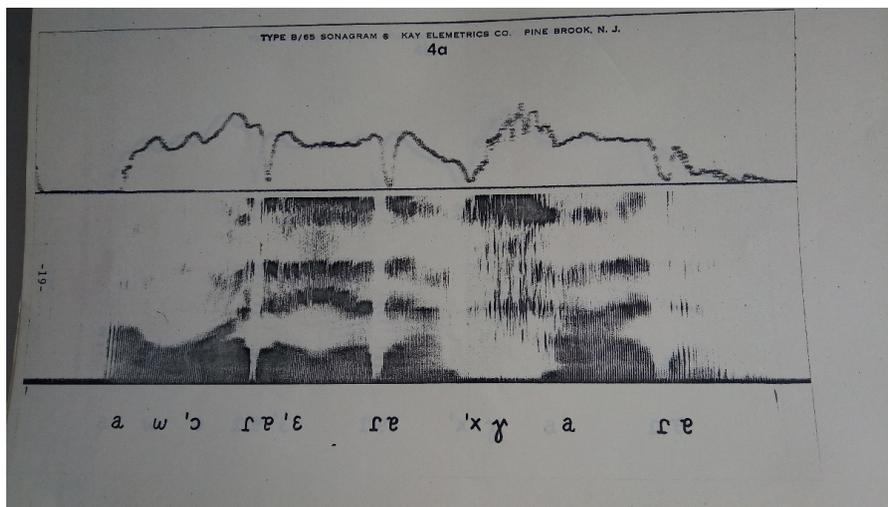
Sonograma de “A hora era rara”.
